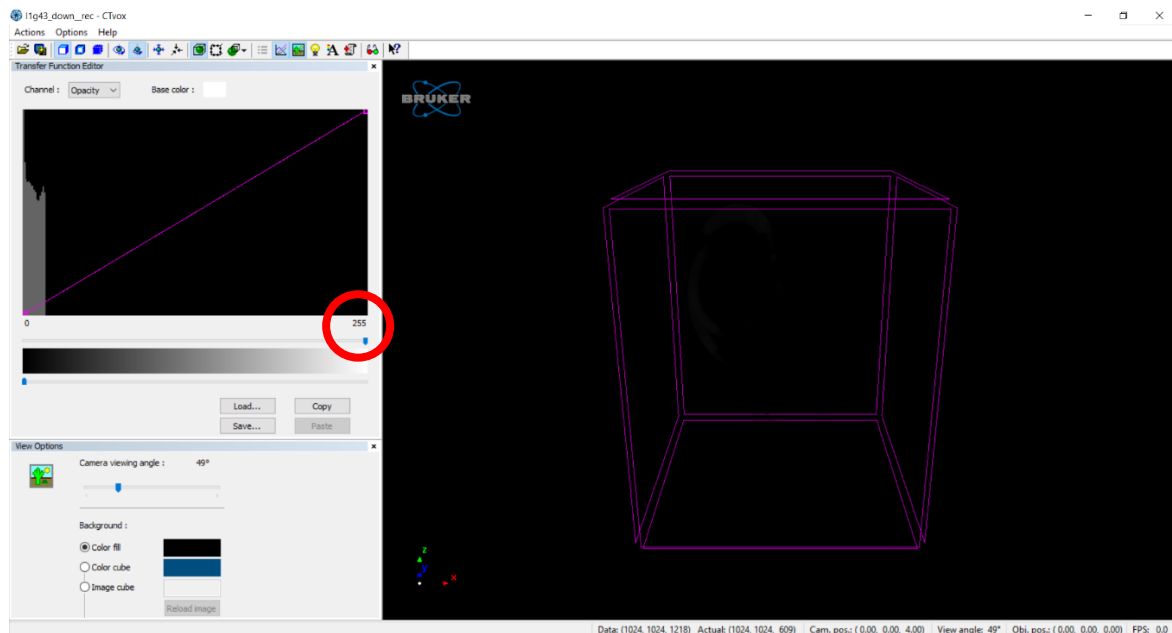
Panoramica iniziale di CT-Vox.
